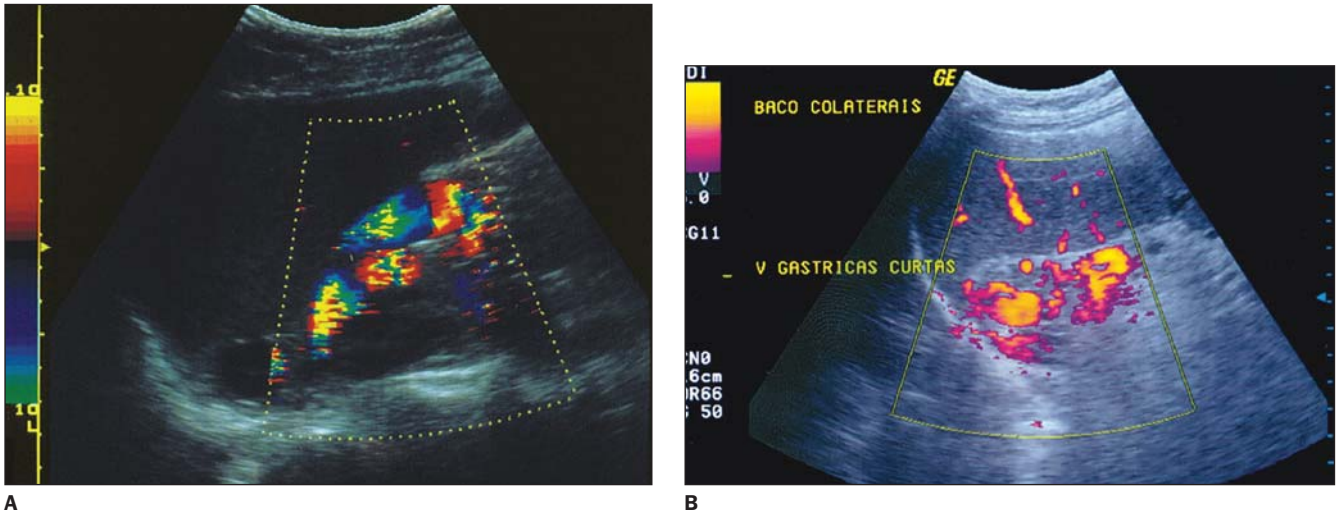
Veias gástricas curtas. A: Doppler colorido. B: Doppler de amplitude.
